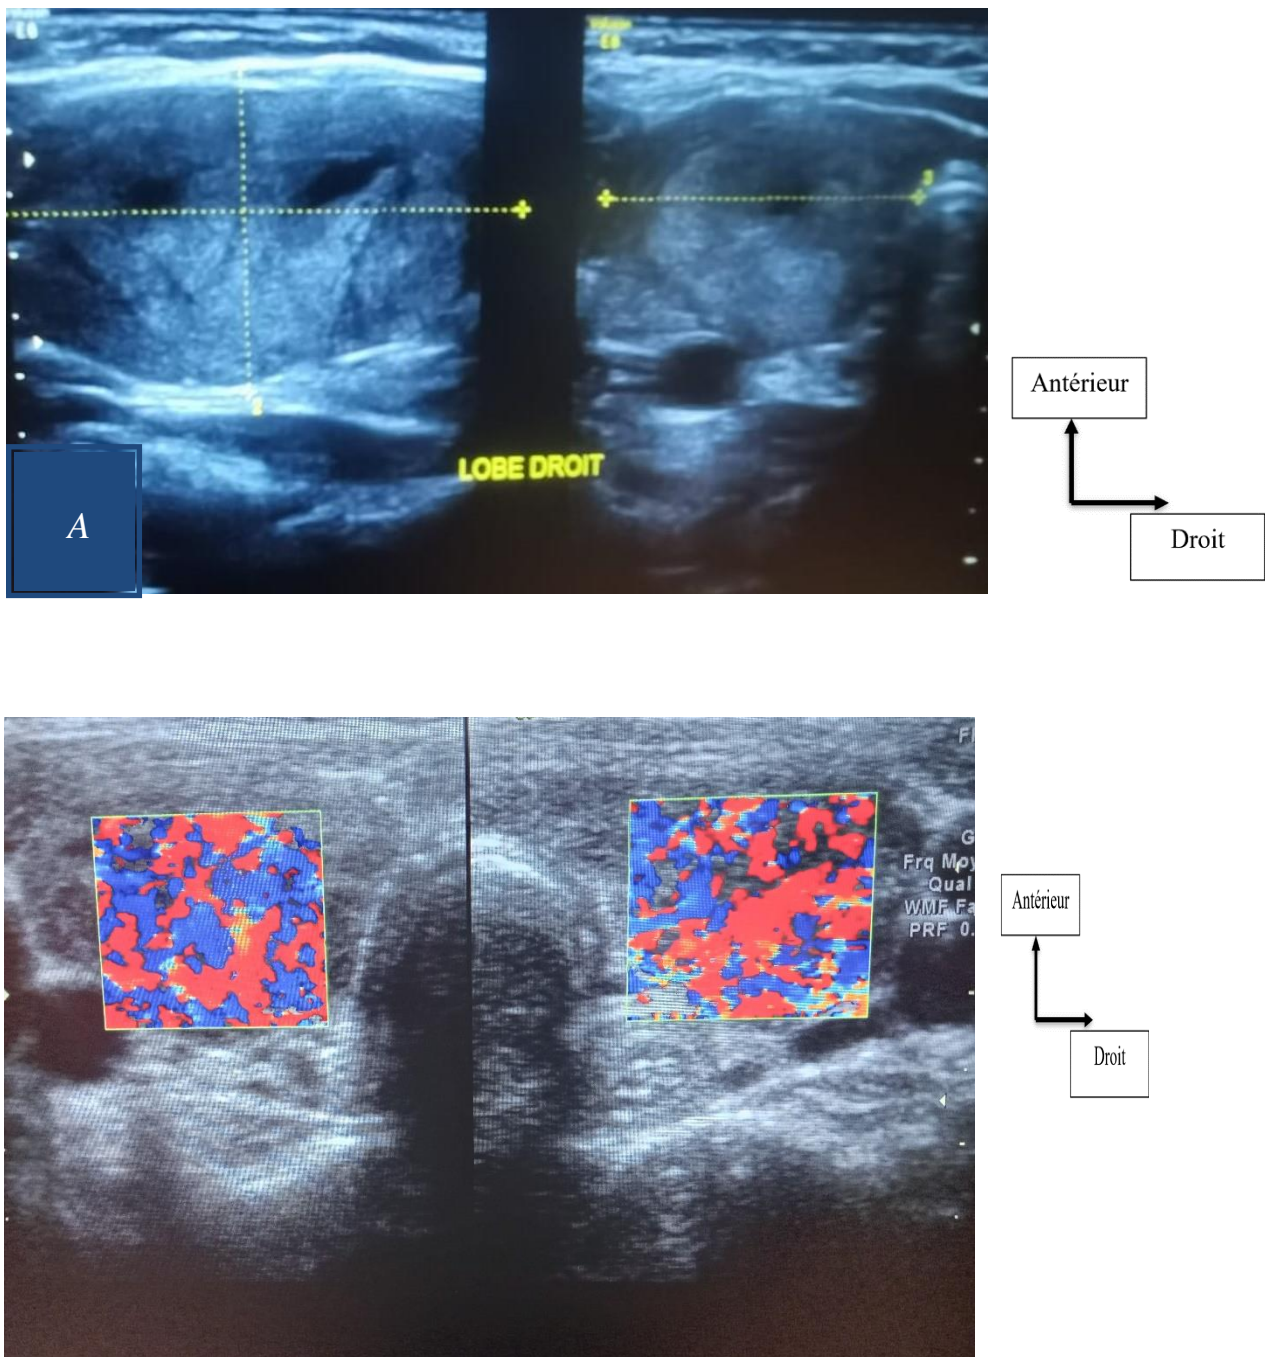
(A en coupe longitudinale ; B en coupe transversale) : Echographie de Mr L.T.62 ans objectivant un lobe droit augmenté de taille avec des plages hypoéchogènes diffus et hypervascularisation au doppler classés Tirads2.
